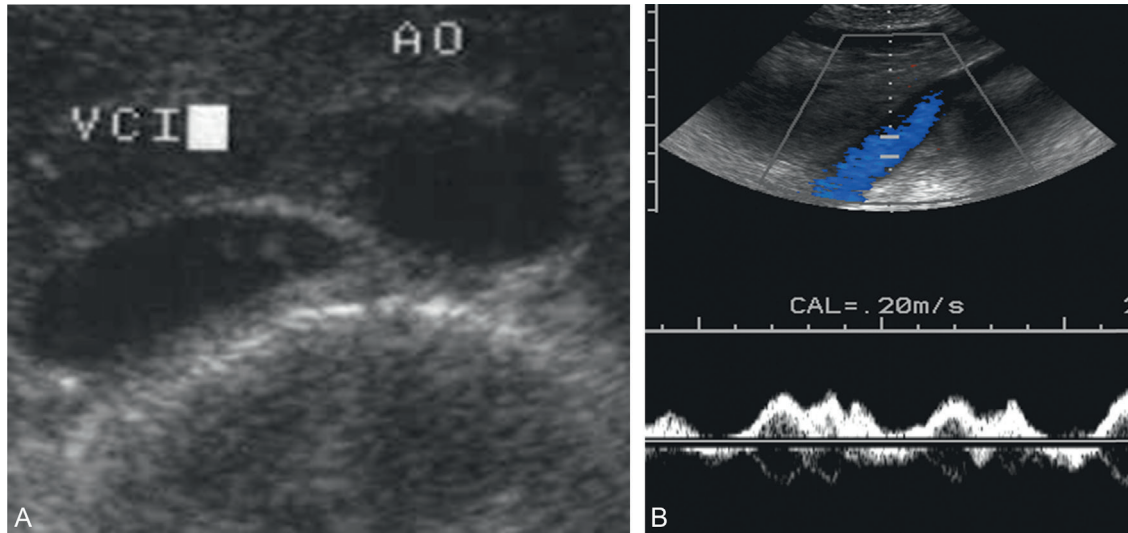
(A) Coupe transversale La veine cave inférieure est à droite de l'aorte. (B) Le volume Doppler est placé dans la lumière veineuse (en bleu); on enregistre un flux spontané modulé par la respiration.
